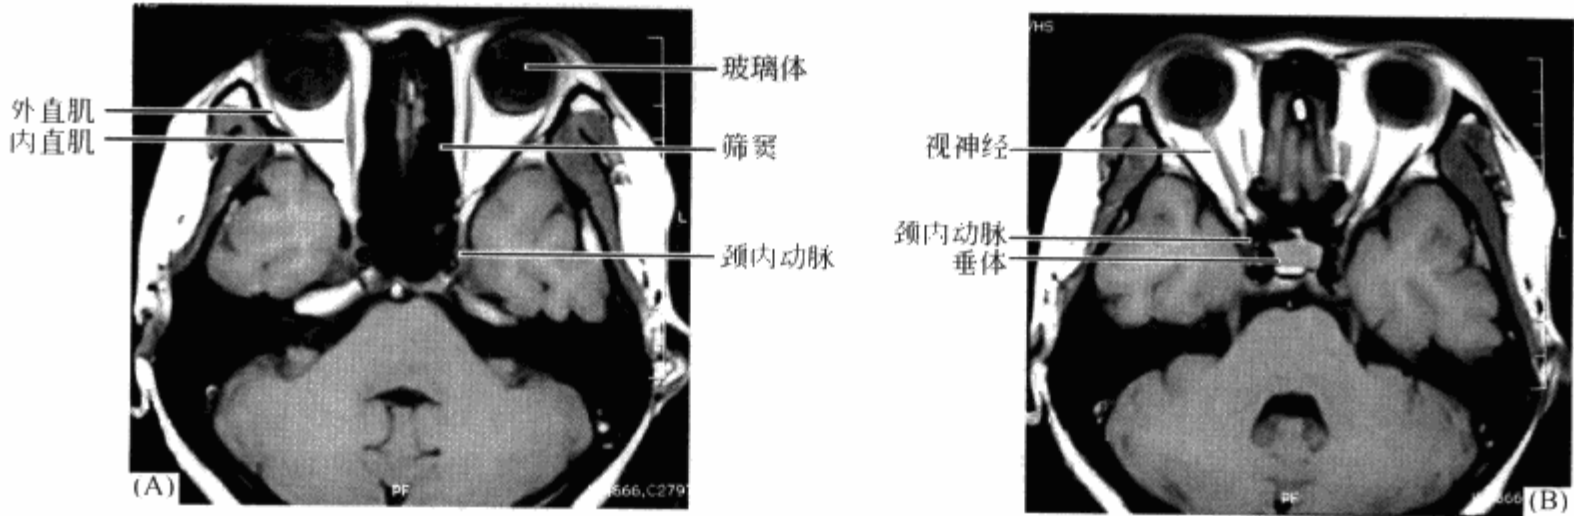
正常眼眶横轴位 MRI T_1 WI 扫描
